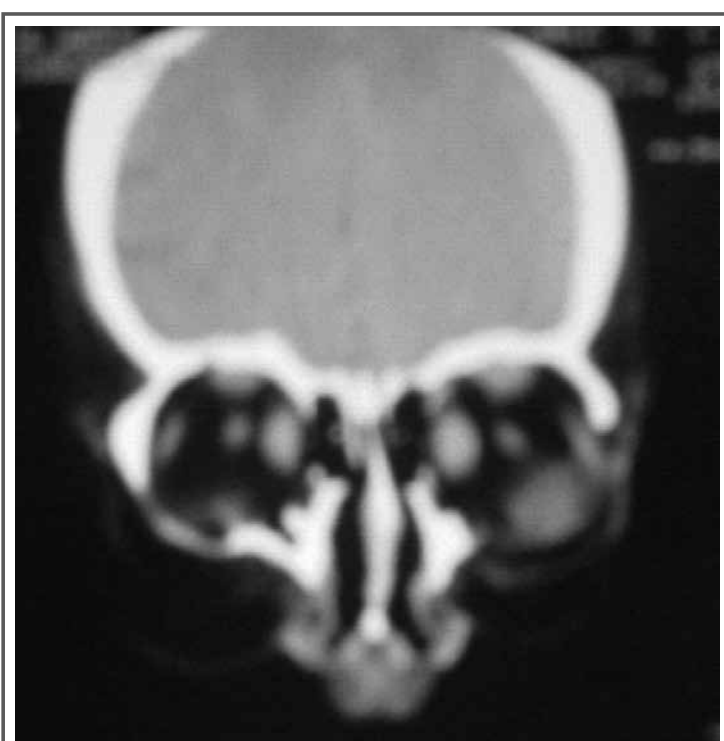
Oftalmopatia de Graves avaliada pela TC de órbitas. Observar o alargamento dos músculos extraoculares, sem grandes alterações da gordura, o que é mais característico da oftalmopatia tipo 2.
